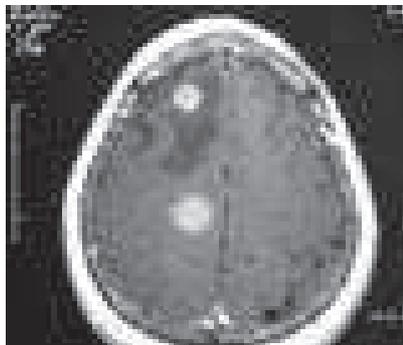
Même TDM avec coupe supérieure : lésion nodulaire pariétale gauche, homogène, de 30 mm de grand axe, sans œdème périphérique.
